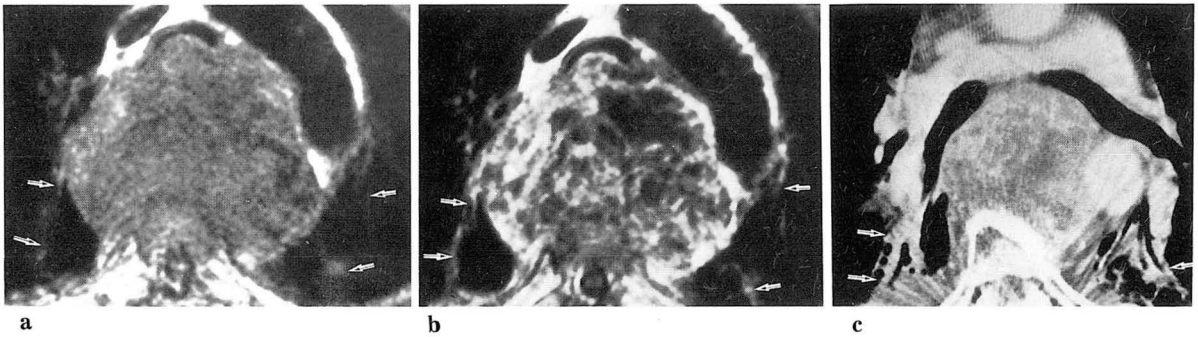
MRI during and CT 9 months after radiation for thoracic chordoma.
